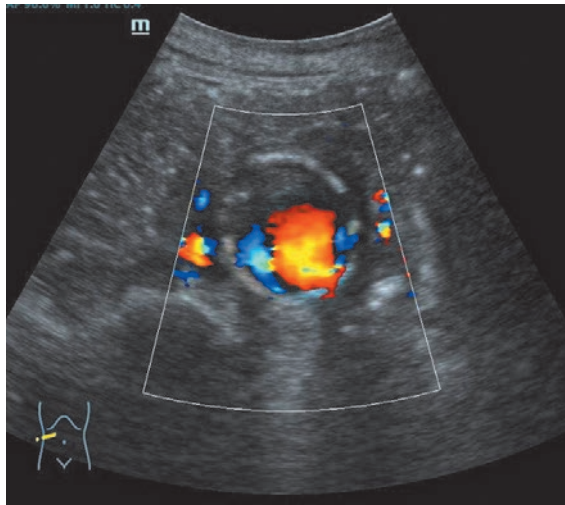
Sonografisch konnte eine Dissektionsmembran bei zu diesem Zeitpunkt asymptomatischer Patientin nicht sicher ausgeschlossen werden.
